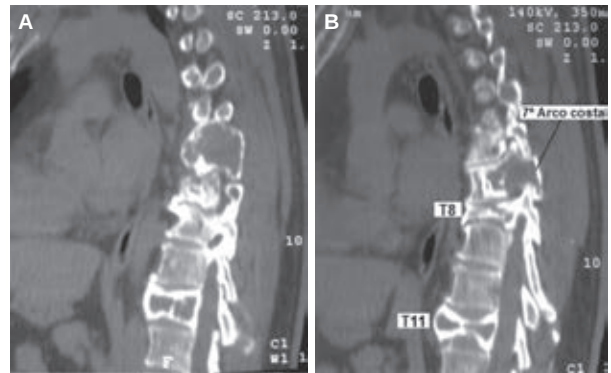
TAC de la columna torácica. A. Vista sagital, donde se observa la lesión expansiva en el séptimo arco costal, con afectación a T8 y T11 con las mismas características. B. Aplastamiento de T8 y T11.
